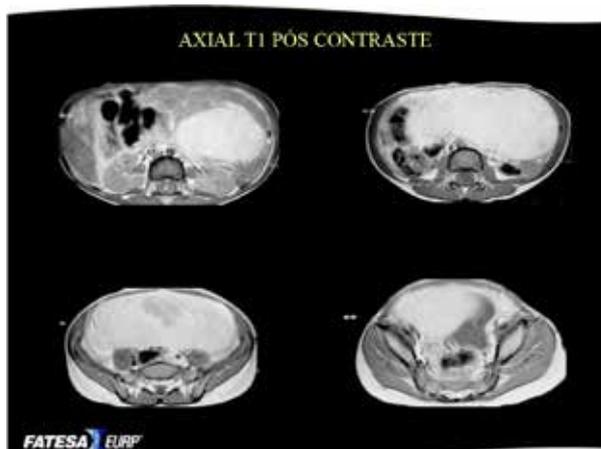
Exames complementares: o uso da ressonância magnética na avaliação da massa ovariana.
